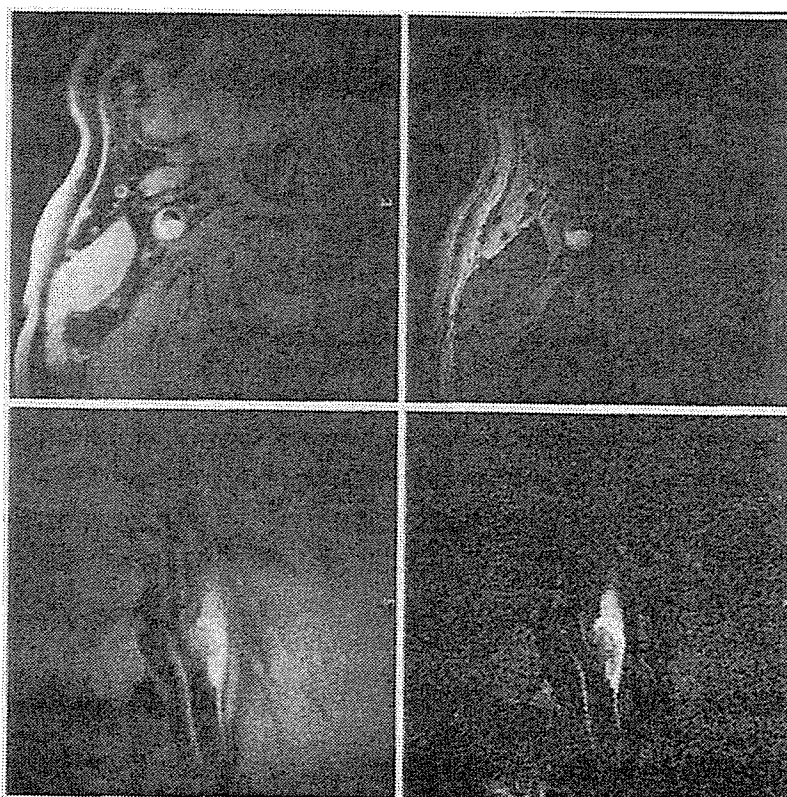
図 11 と同一症例の MRI によるプラーク撮影 (small loop flex coil を使用)
